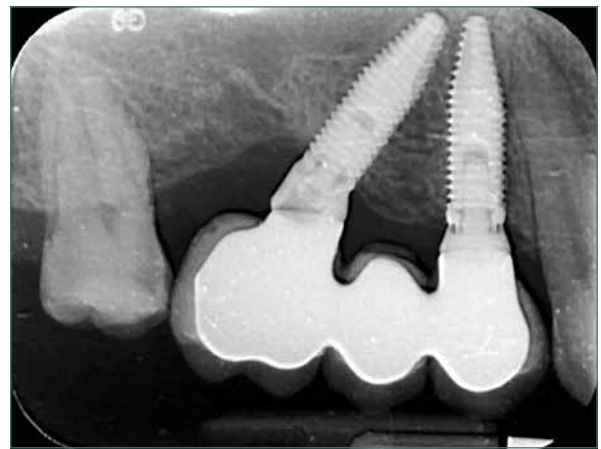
Controllo radiografico a 12 mesi.
